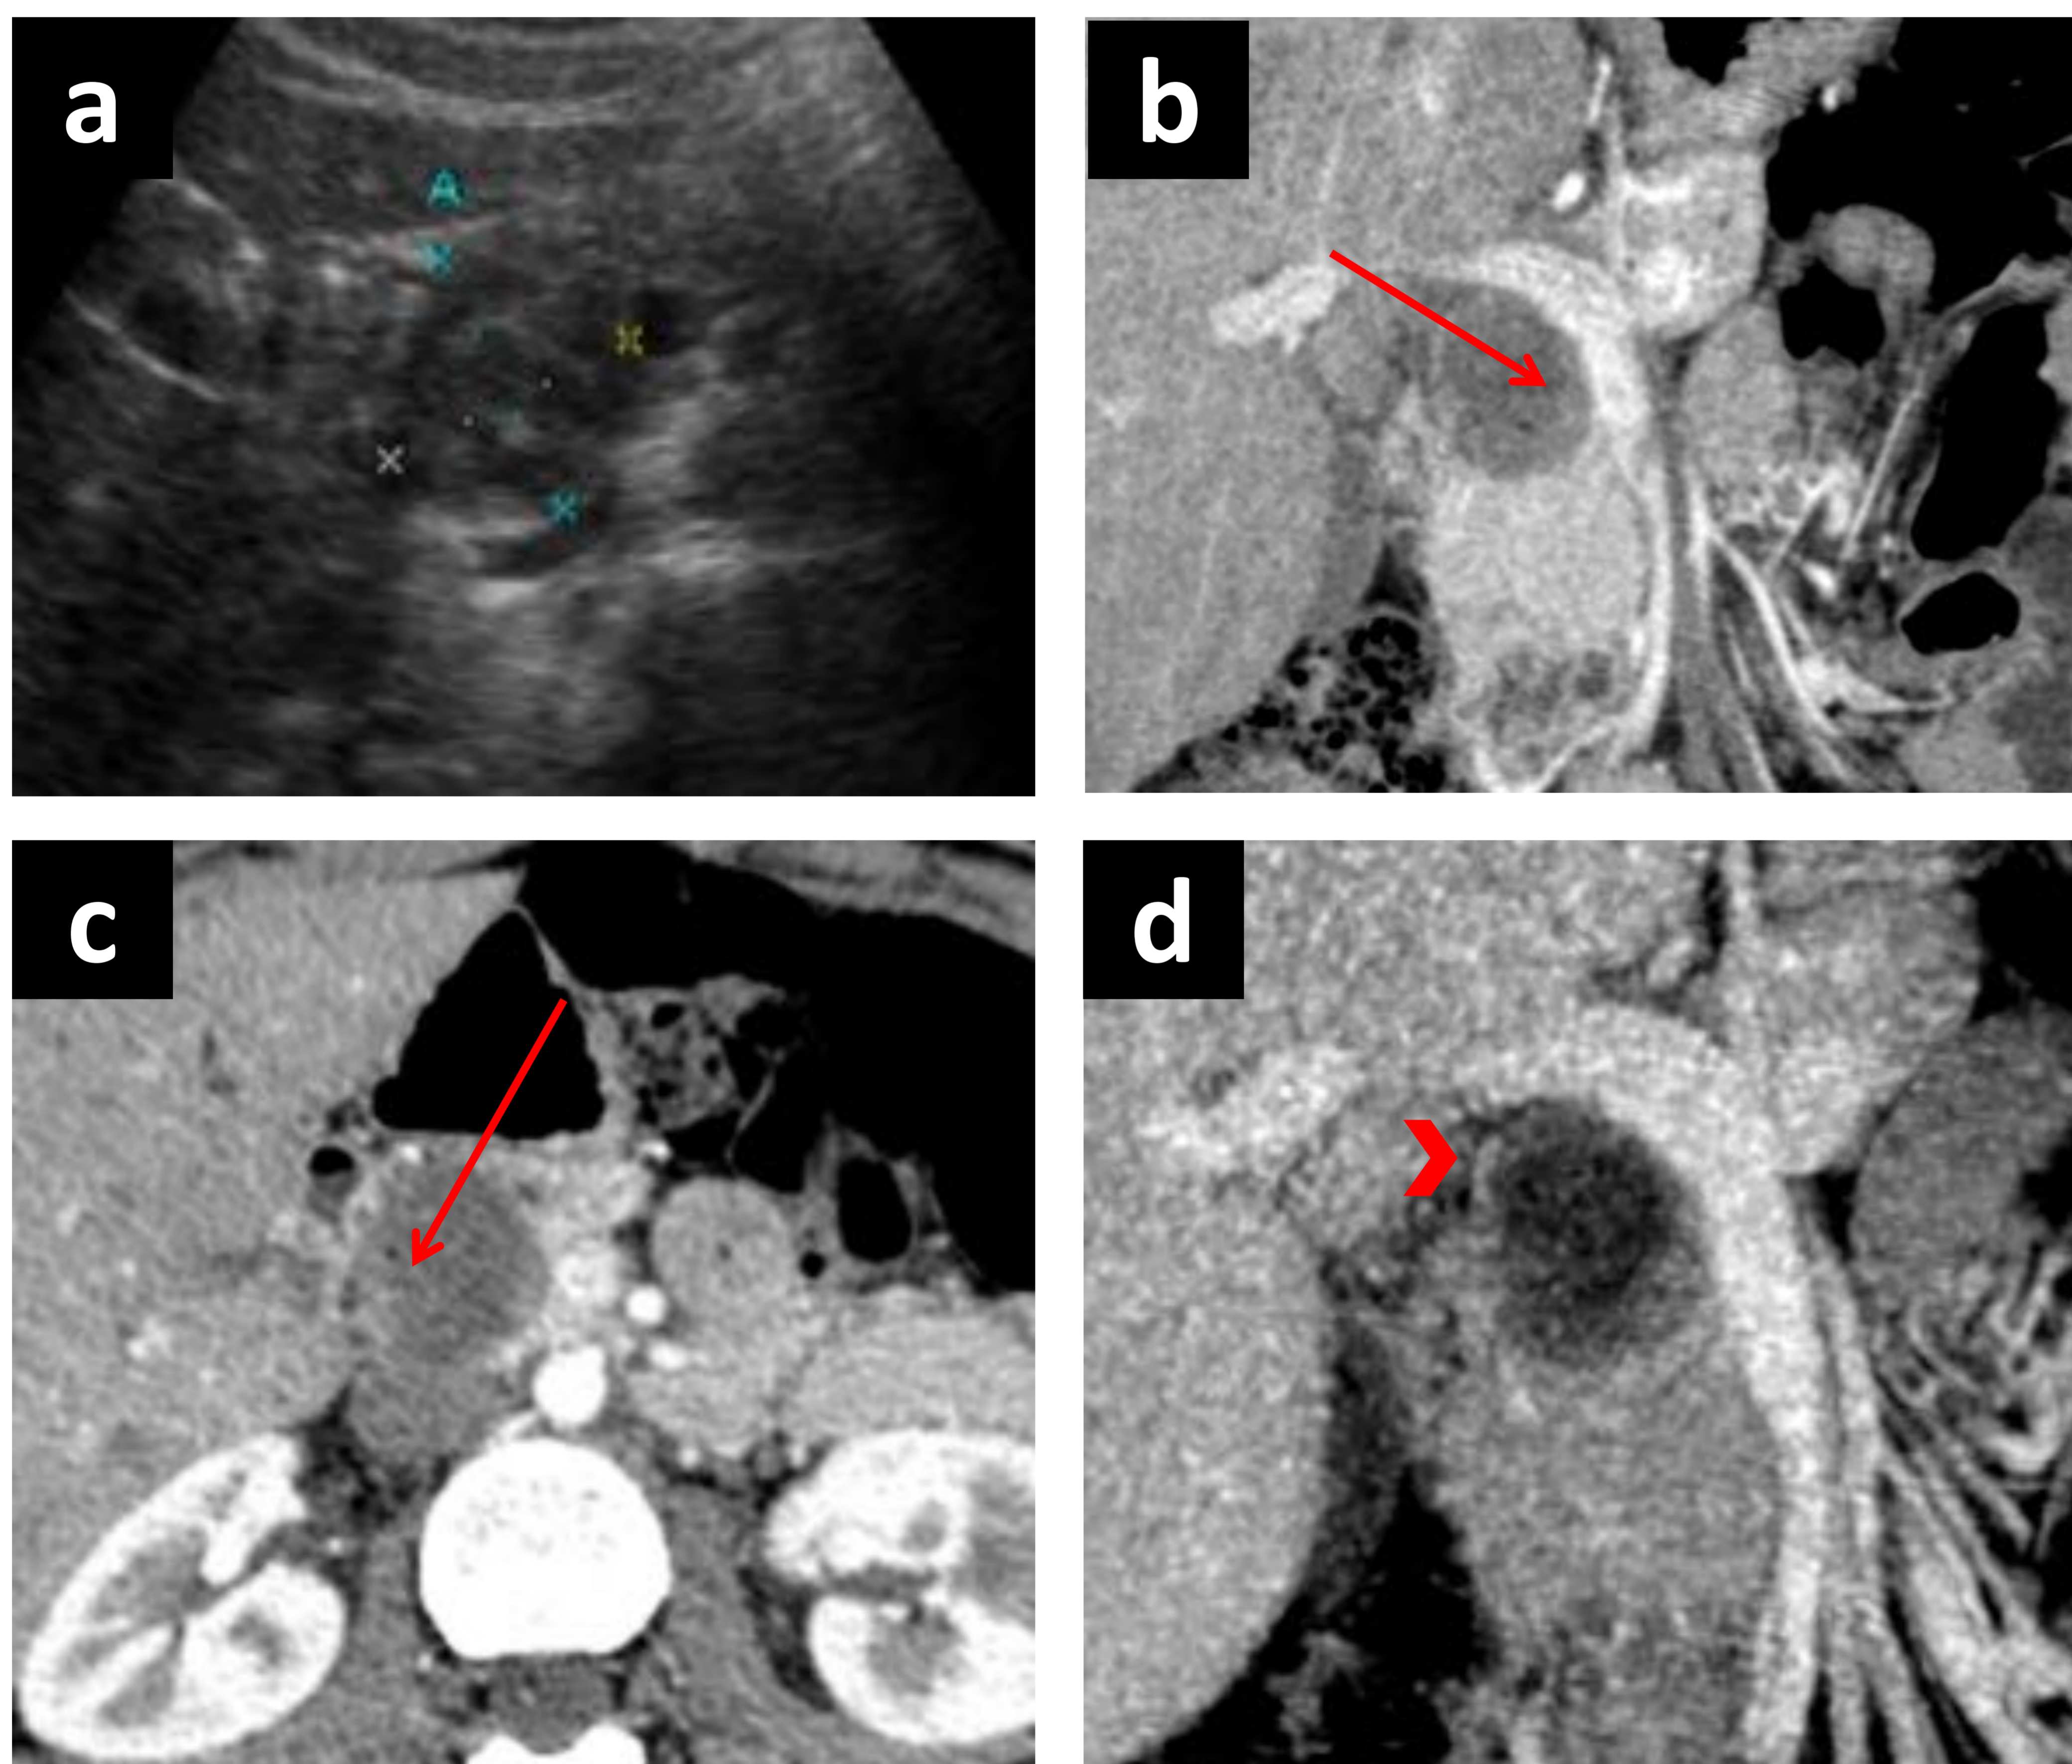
Imágenes de ecografía (a) y TC en fases arterial tardía (b y c) y portal (d) donde se identifica una masa heterogénea hipoecoica en la cabeza del páncreas que en el escáner se muestra como una lesión quística con pequeñas proyecciones papilares intraluminales (flechas) y una cápsula tenuemente hipercaptante (cabeza de flecha). Los hallazgos sugieren TSP de páncreas, que fue confirmado histológicamente.
